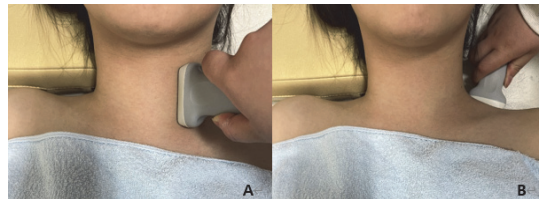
Area measured using ultrasonography.
